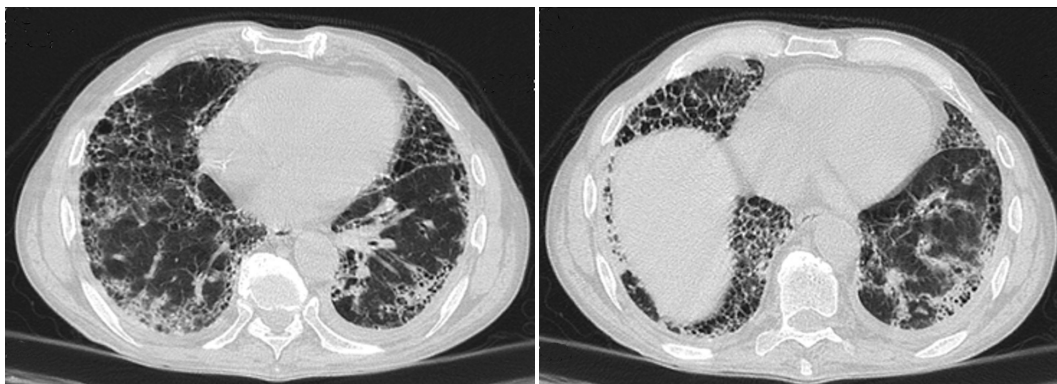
TC de tórax 2014.
